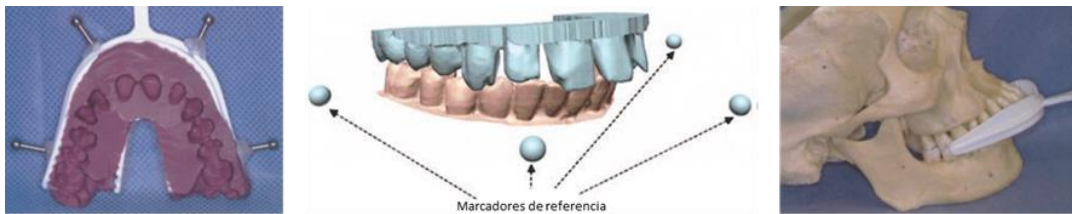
Marcadores referencia no anatómicos utilizados para la superposición de la dentición en la reconstrucción del CBCT. Fuente: Gateno J et al. ¹⁶⁵.
